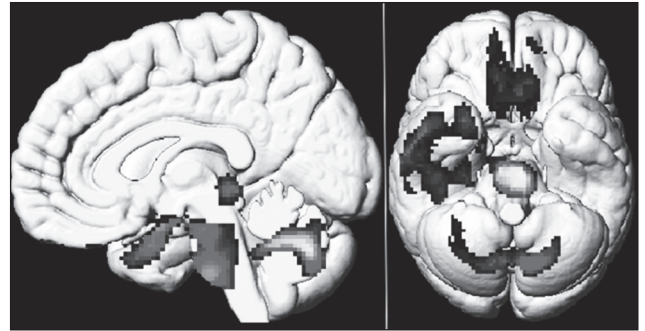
Гіпометаболізм мозку на 18F-FDG PET у пацієнтів із тривалим COVID. Порівняно зі здоровими суб'єктами в пацієнтів спостерігається гіпометаболізм у корі головного мозку, включно з нюховою звининою, правою скроневою часткою, мигдалиною і гіпокампом; поширюється до таламуса, моста, довгастого мозку й мозочка (p-воксель < 0,001 без корекції, p-кластер < 0,05 з поправкою на FWE; 3D-рендеринг SPM8)
